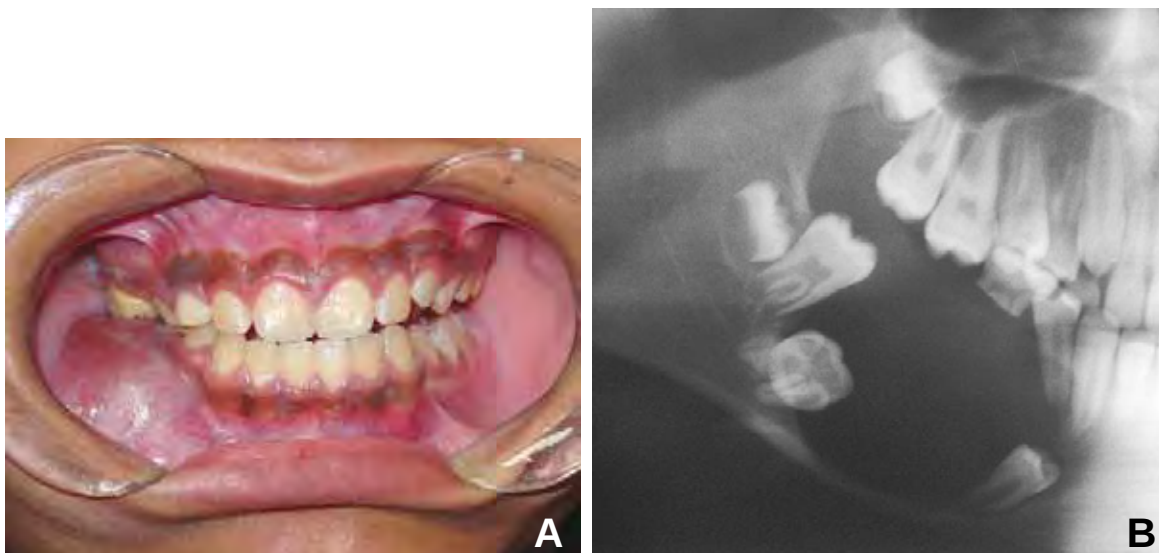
A. Exame intra-oral revelou tumefação em vestibulo inferior direito que se mostrou endurecido à palpação e sem rompimento da mucosa de revestimento. B. Radiografia panorâmica mostrou lesão de imagem radiolúcida unilocular que deslocava dentes 45 e 46 para próximo da base da mandíbula. Como punção aspirativa e TC revelaram presença de conteúdo líquido, optou-se por realização de descompressão para diminuição do tamanho da lesão.
